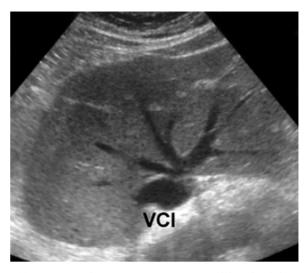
74-jähriger Patient mit Stauungsleber durch kardiale Insuffizienz. Im B-Bild-Sonogramm diffuse Echogenitätserhöhung des Leberparenchyms sowie deutliche Erweiterung der Gefäßkaliber von V. cava inferior (*VCI*) und den Lebervenen
